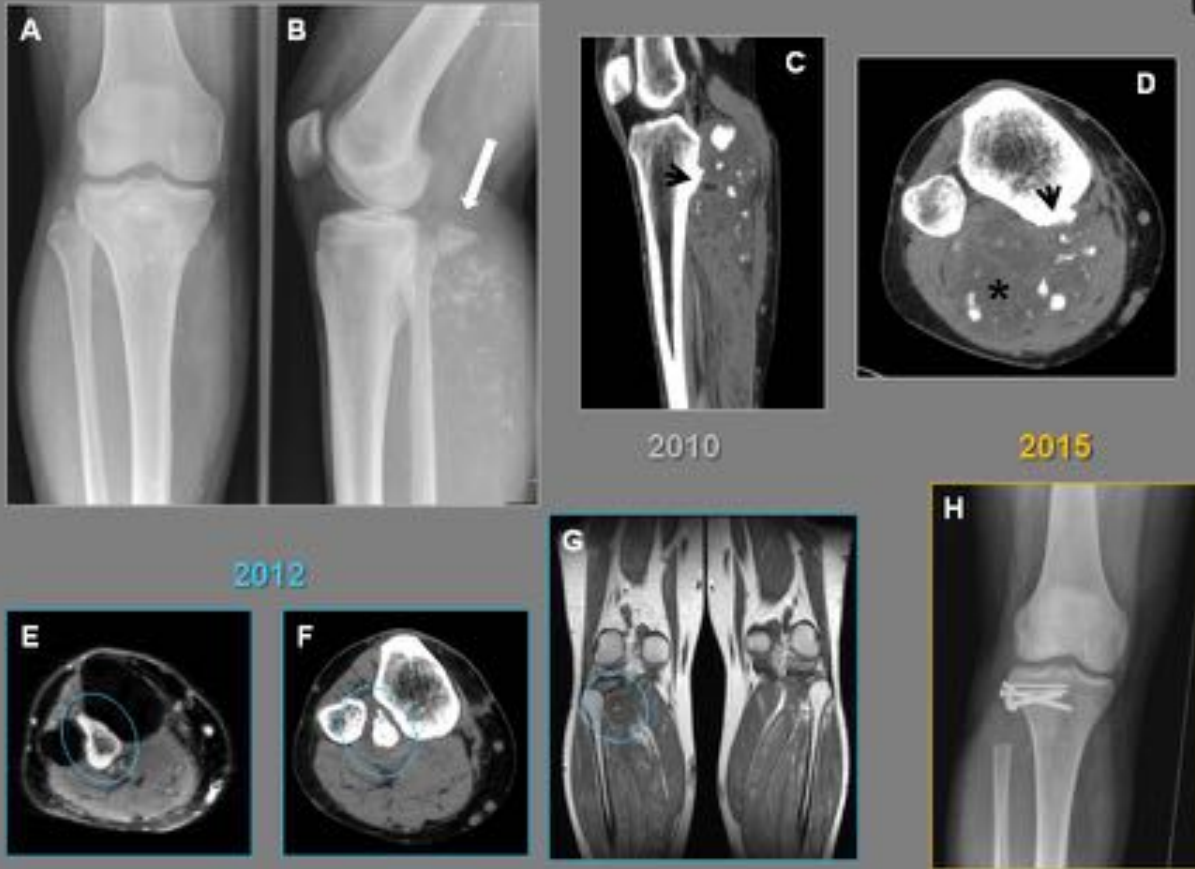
Condrosarcoma de grado intermedio. 2010. A, B Radiografías: tumoración de partes blandas con focos de calcificación dispersos en cara posterior de pierna. C, D TC: masa de partes blandas con zonas de baja atenuación correspondientes a cartílago (*) y focos de calcificación. 2012. E, F, G Recidiva en lecho quirúrgico. Lesión con centro de osificación compacta envuelta por cartílago. 2015. H Radiografía tras resección de cabeza del peroné y re inserción tendinosa en meseta tibial
